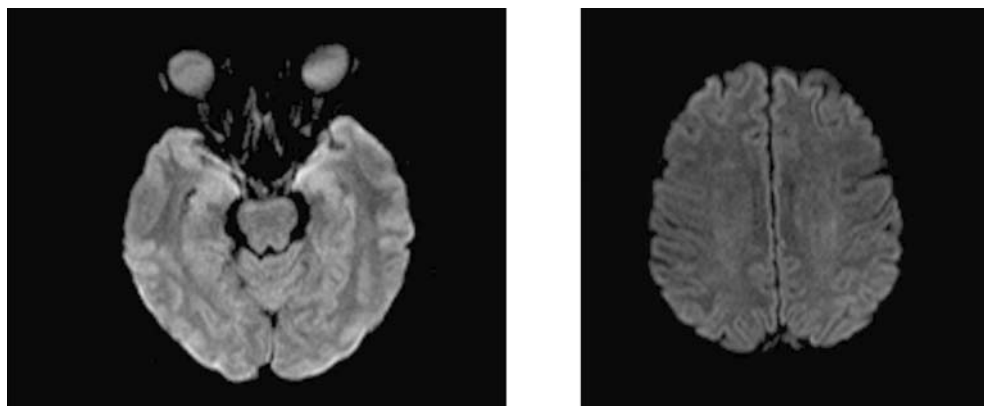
Контрольная МРТ головного мозга после завершения антибактериальной терапии
